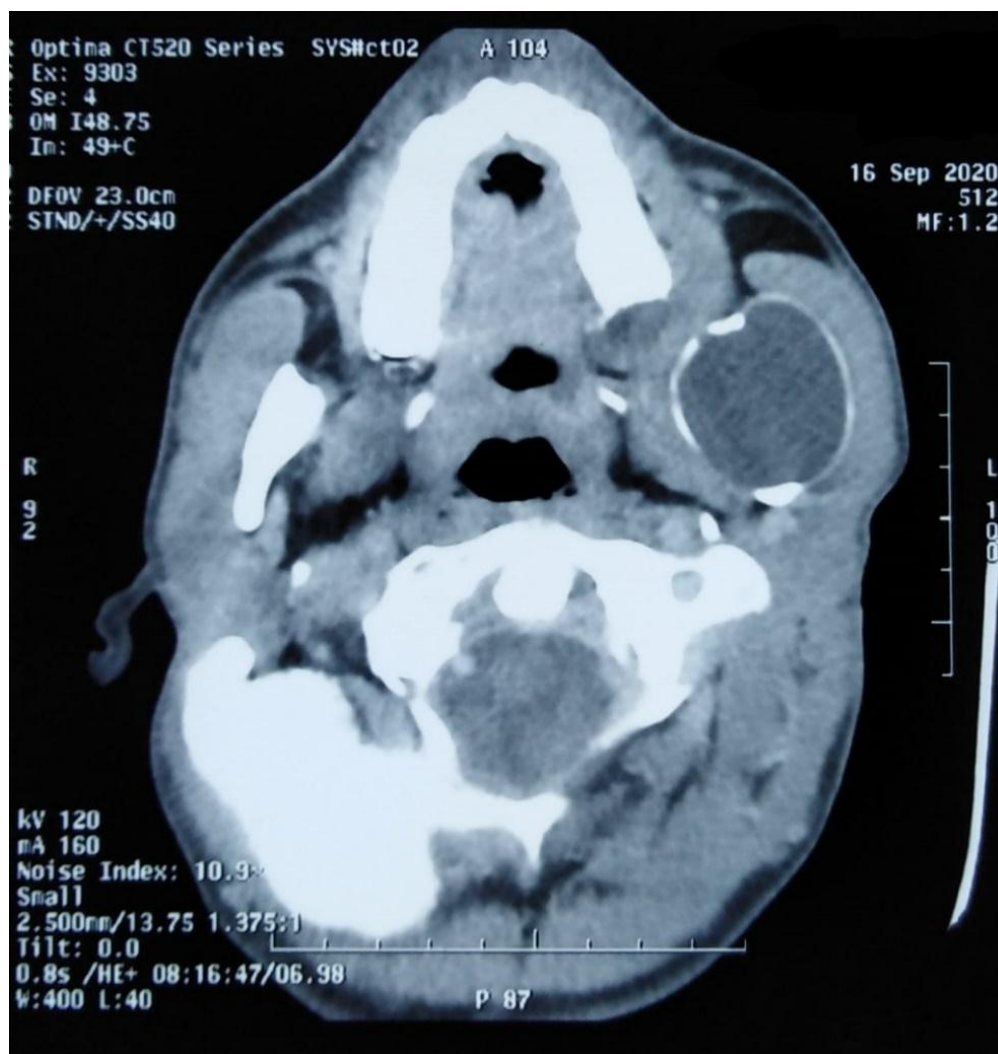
TDM crâno-faciale en coupe axiale montrant une lésion ostéolytique mandibulaire soufflante au niveau de la branche verticale mandibulaire gauche, (Iconographie du service ORL et chirurgie maxillo-faciale CHU Hassan II Fès)
